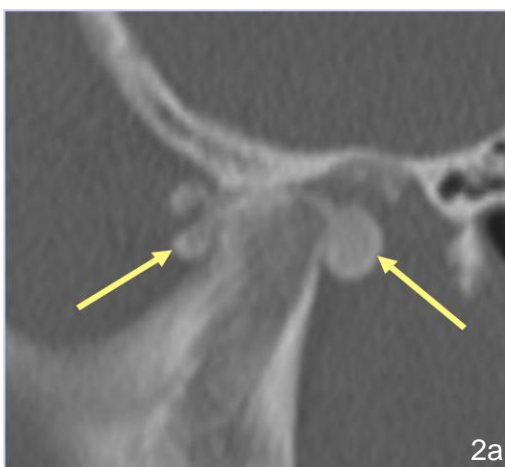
CT-Bilder mit sagittaler (Abb. 2a) und koronarer (Abb. 2b) Schnitt Ebene eines Kiefergelenks mit Status nach intraartikulärer Steroidinjektion. Heterotope peri- und intraartikuläre Knochenneubildung sind erkennbar.
